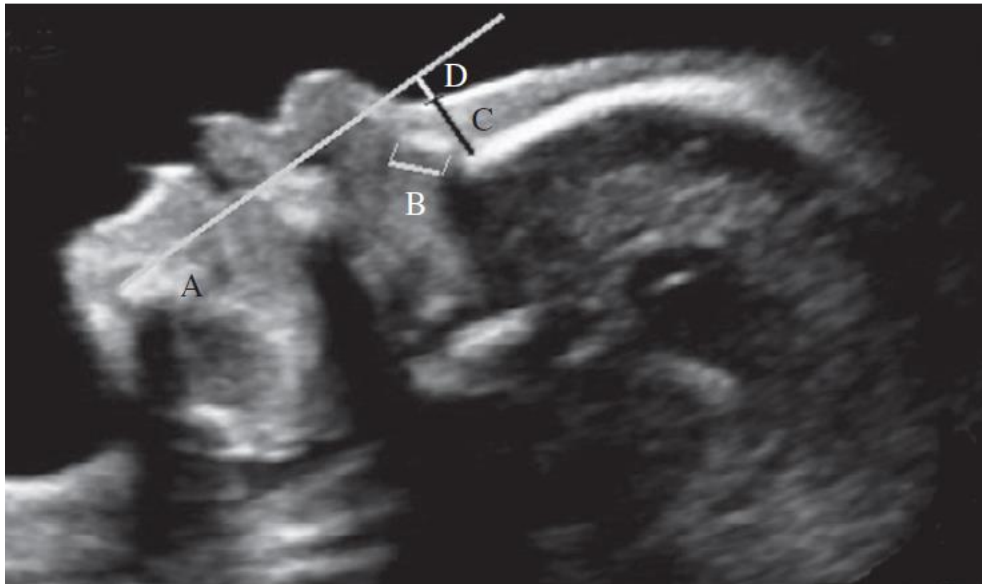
Darstellung des fetalen Kopfes eines Fetus mit Trisomie 21 in der 21+3 SSW in der sagittalen Medianebene inklusive der Darstellung der Nasal Bone Length, Prenasal Thickness sowie weiterer Parameter. *Quelle: Vos FI, Jong-Pleij EA de, Bakker M, Tromp E, Pajkrt E, Kagan KO, Bilardo CM. Nasal bone length, prenasal thickness, prenasal thickness-to-nasal bone length ratio and prefrontal space ratio in second- and third-trimester fetuses with Down syndrome. Ultrasound Obstet Gynecol. 2015;45:211–6. doi:10.1002/uog.13391. A: MM-Linie. B: Nasal Bone Length. C: Prenasal Thickness. D: Messstrecke d. Berechnung der Prefrontal Space Ratio: Quotient aus D/C. Berechnung der PT:NBL: Quotient aus C/B.*
